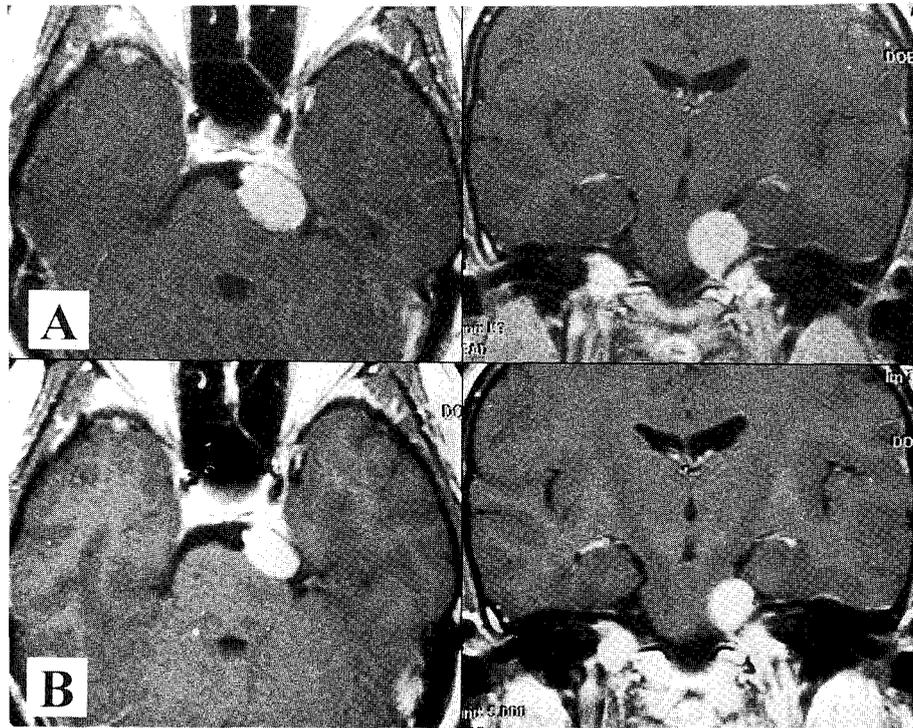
(A) T1-weighted gadolinium-enhanced axial and coronal MR images obtained in a 33-year-old woman with cerebellopontine angle meningioma based on left petrous apex. She underwent radiosurgery using 22 mm collimator to deliver 13 Gy on the 80% isodose surface. (B) The 13-month follow-up MR images show the reduction of tumor.
